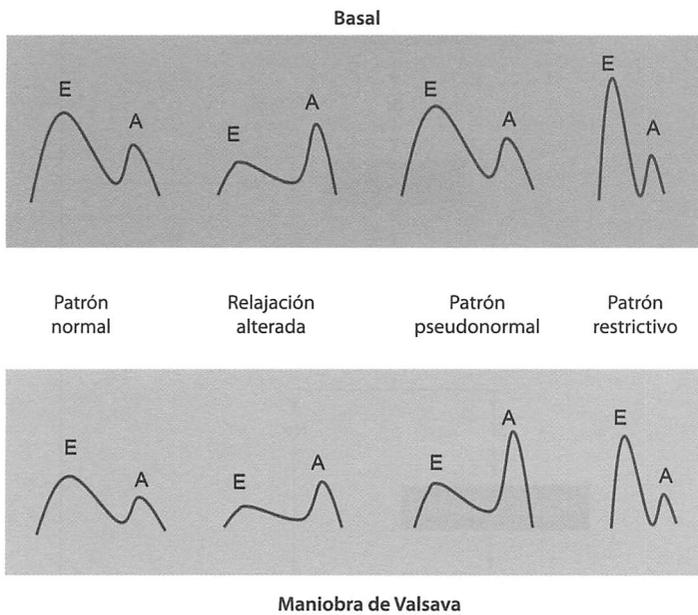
Patrones de flujo Doppler a través de la válvula mitral en situación basal y tras realizar la maniobra de Valsalva
